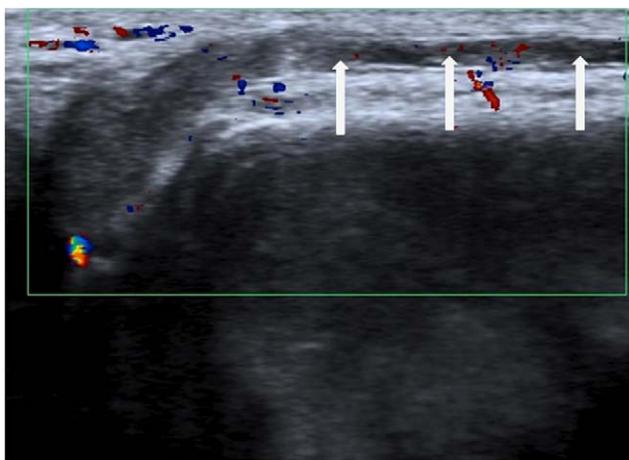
Trombosis de la vena dorsal del pene (flechas). Doppler. Ausencia de flujo en la vena dorsal del pene.
